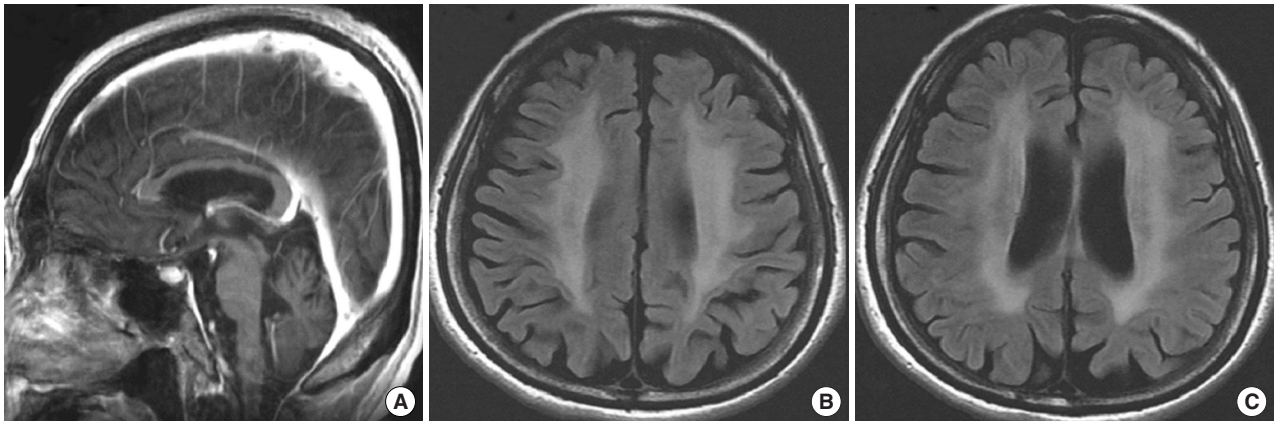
(A) T1 weighted gadolinium enhanced mid sagittal image shows atrophy of cerebellum and brain stem. (B, C) T2 weighted FLAIR images show cortical atrophy and severe high signal intensities in periventricular white matter.
